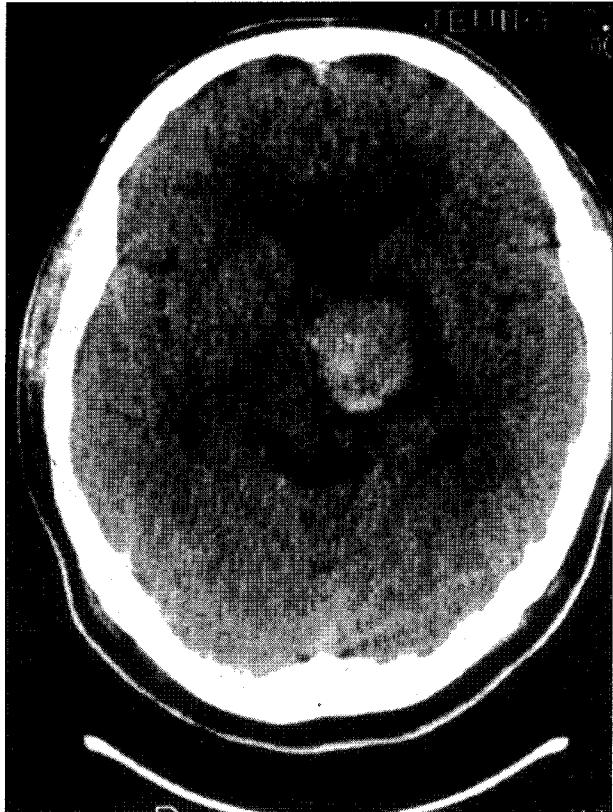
CT finding of cavernous malformation at Lt basal ganlia after hemorrhage.
